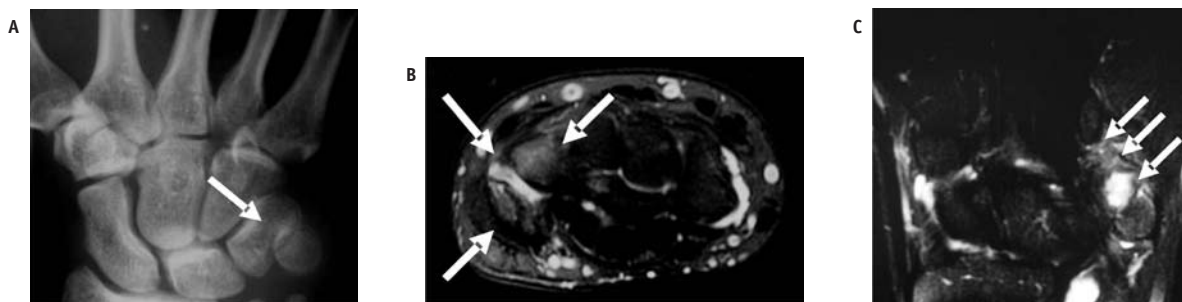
Paciente do sexo masculino, 40 anos, com história de queda com a mão espalmada em jogo de futebol. Radiografia de frente do punho (A) evidenciando subluxação pisiforme-piramidal (seta). RM do punho no plano axial, ponderada em T2 com saturação de gordura (B), evidenciando hipersinal na medular óssea do pisiforme e piramidal, compatível com contusão óssea, notando-se ainda líquido interposto entre esses dois ossos (setas). RM no plano coronal, ponderada em T2 com saturação de gordura (C) mostra acúmulo líquido e sinal intermediário na topografia do ligamento pisiforme-hamato, inferindo ruptura/estiramento (setas).
